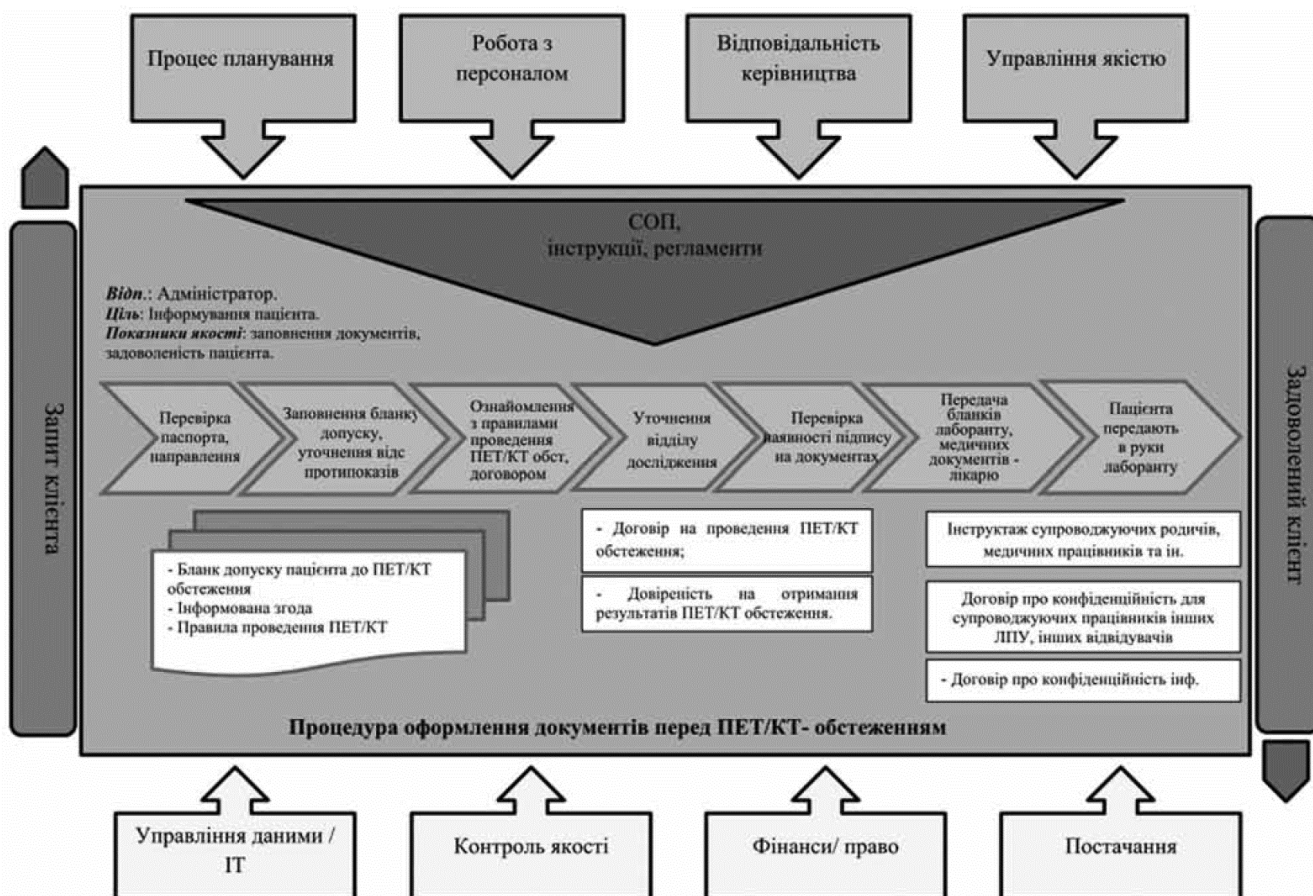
Оформлення документів для перевірки ПЕТ/КТ
